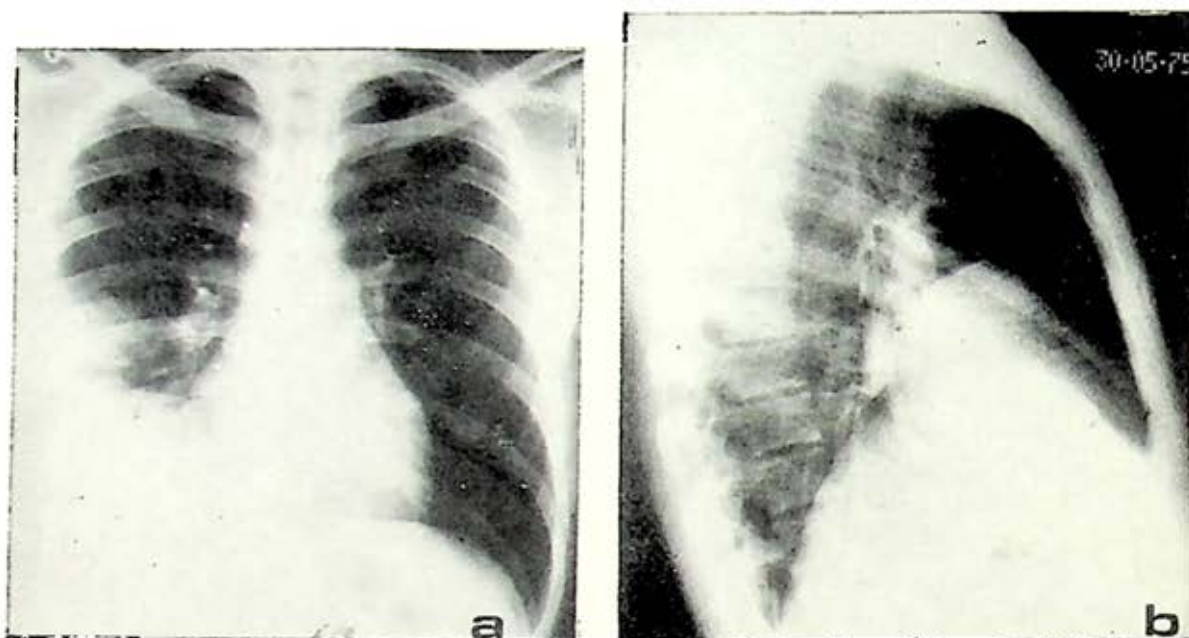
Radiografías posteroanterior (a) y lateral derecho (b) en un enfermo con absceso hepático amibiano abierto a bronquios del segmento lateral del lóbulo medio, que se encuentra opaco; existe marcada elevación y deformación del diafragma.
